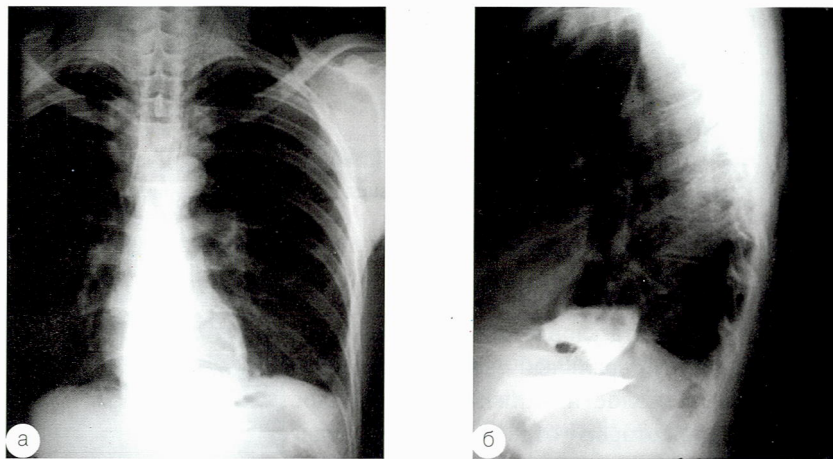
Рентгенограмма органов грудной клетки с BaSO_4
